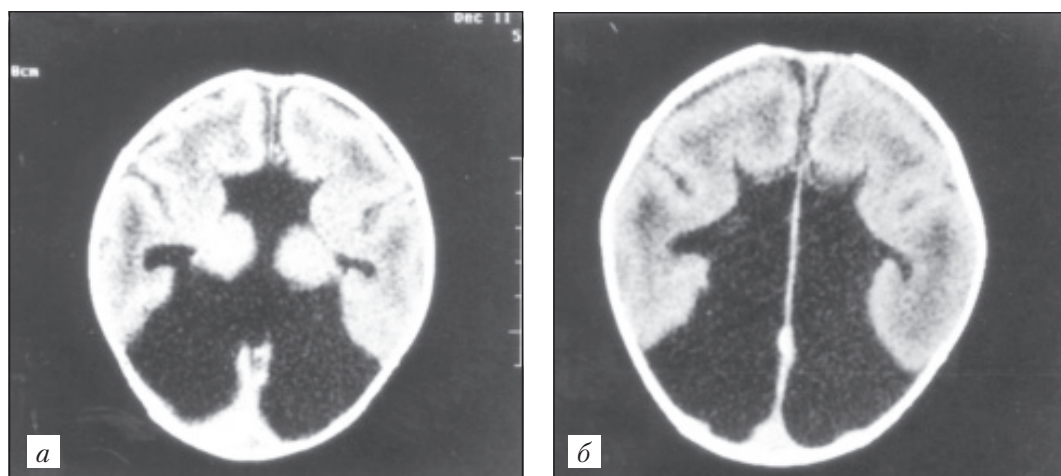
Компьютерная томограмма головного мозга. Голопрозэнцефалия (а, б)
